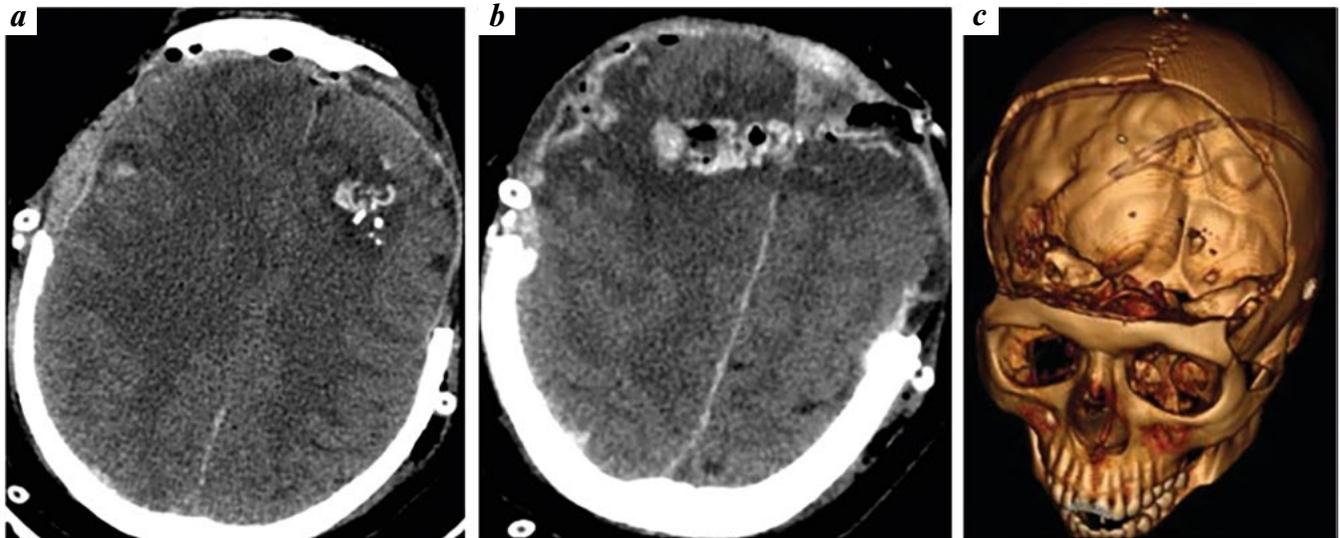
Мультиспиральная компьютерная томография (a, b) и 3D-реконструкция головы (c) через сутки после травмы и операции. Очаги разможжения и ушиба, инородные тела в лобных долях головного мозга, большой дефект костей свода черепа после бифронтальной трепанации
